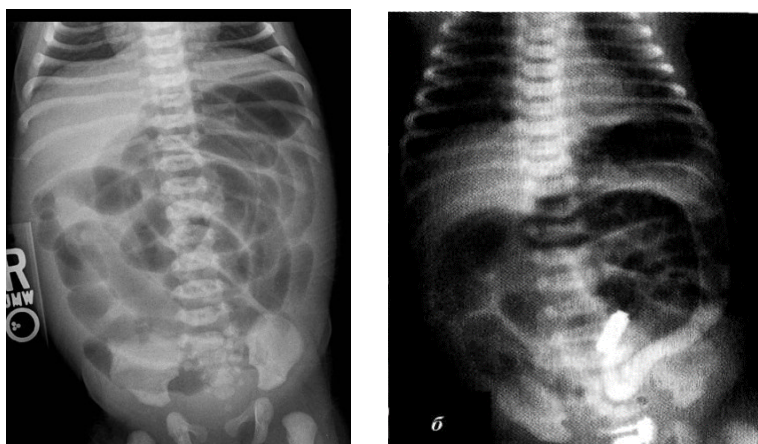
Мекониальный илеус. а- обзорная рентгенограмма брюшной полости. Видно вздутие живота. Множественные нечёткие уровни жидкости, б- ирригография. Видна атрофичная толстая кишка. В проекции восходящей толстой кишки видны кальцификаты.
